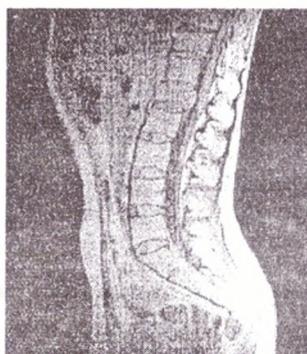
МРТ пациентки Ц. до операции
